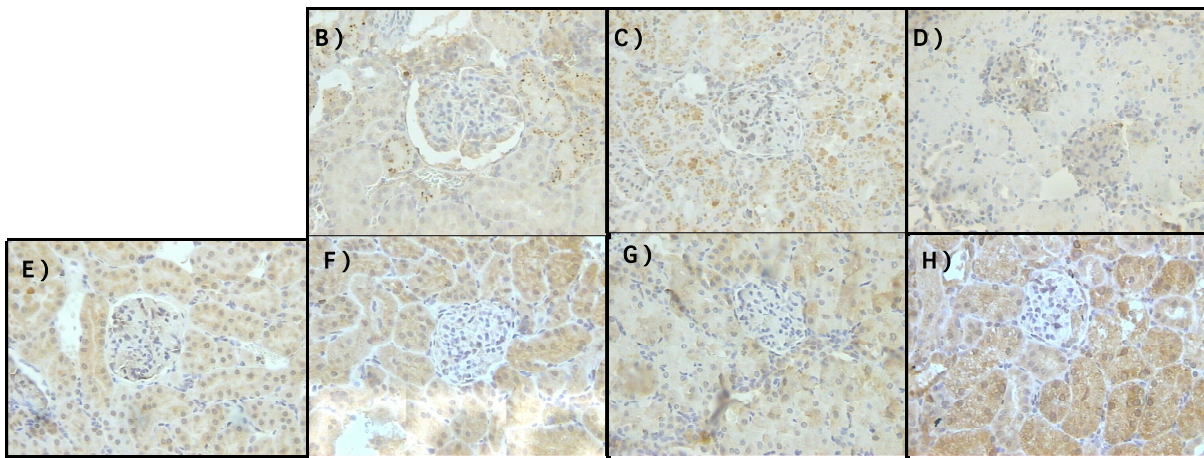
Efecto del NDGA sobre MPO y HO-1 en la nefrotoxicidad inducida por gentamicina (GEN). Expresión de MPO de los grupos (A) CT, (B) NDGA, (C) GEN y (D) GEN+NDGA. Expresión de HO-1 en los grupos (E) CT, (F) NDGA, (G) GEN y (H) GEN+NDGA.
